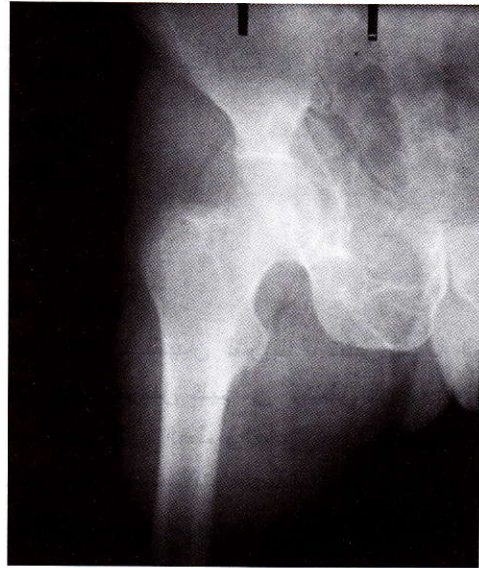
X-ray show multilocular osteolytic lesion of the pelvic bone, with expansion of cortex and early penetration of acetabular articular surface.
